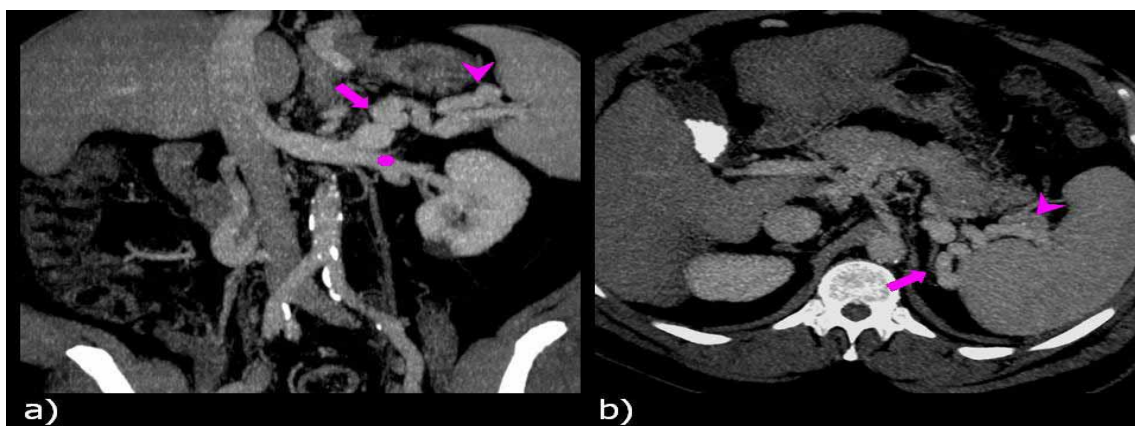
TDM abdominal ; reconstruction en MIP coronale (a) et axiale (b) Visualisation d'un shunt splénorénal direct partant du hile splénique et rejoignant directement la veine rénale gauche.
